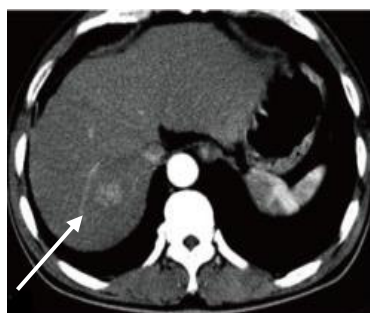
CT cu contrast. Faza arterială Hipervascularizarea
